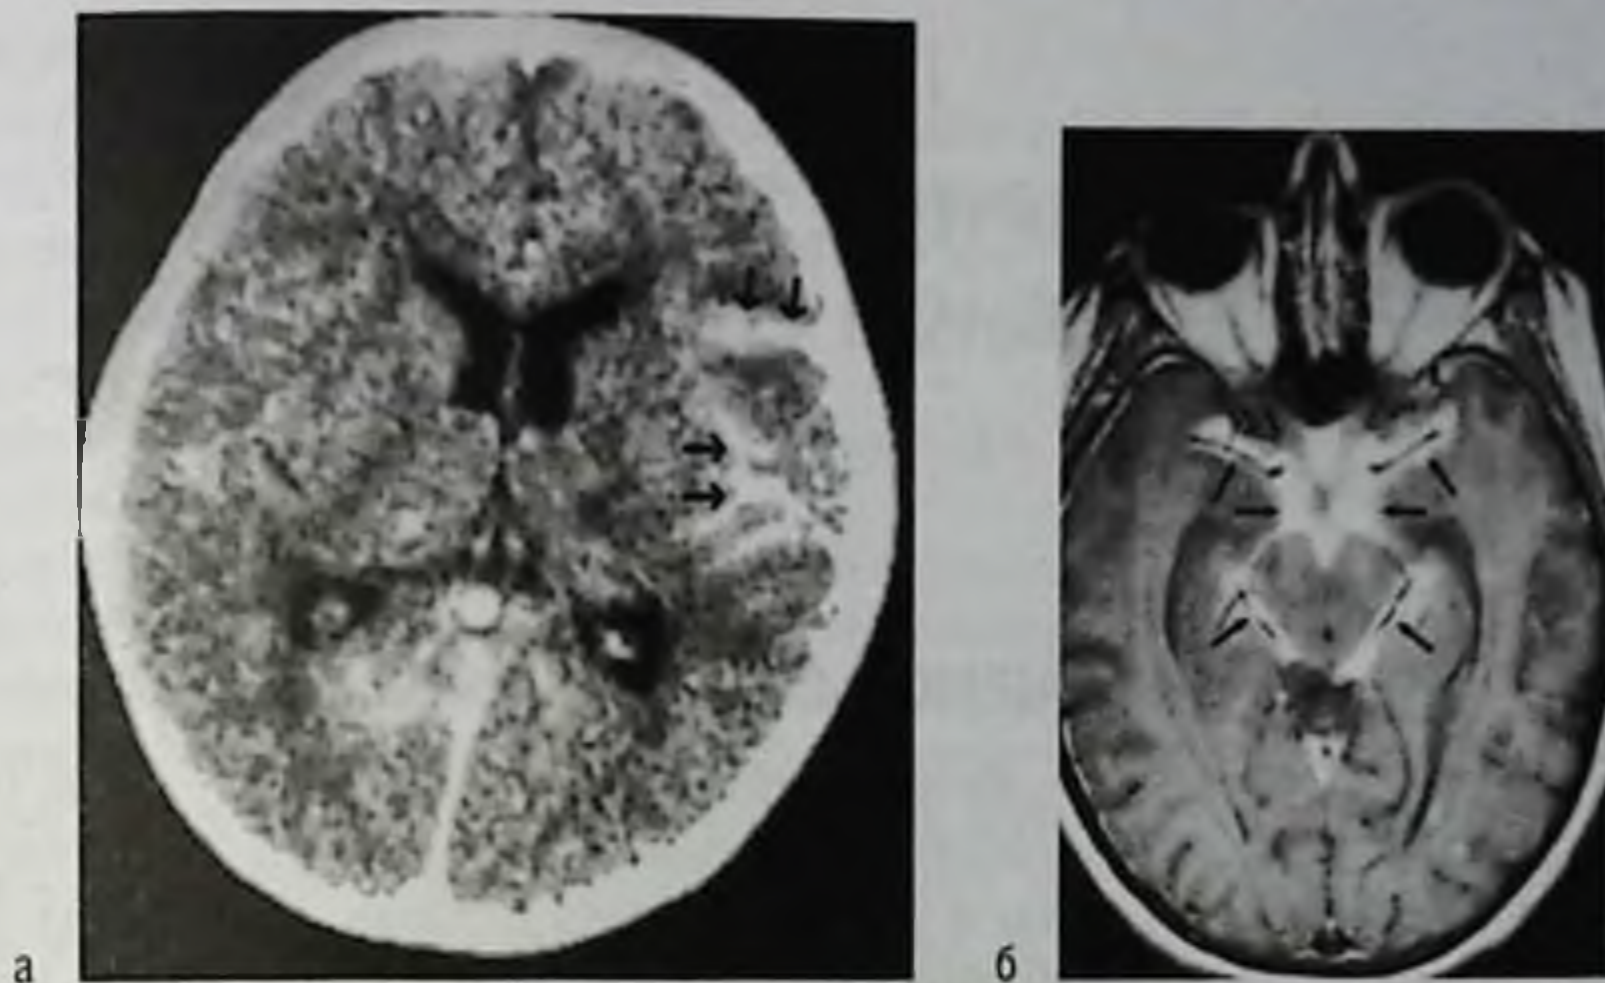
Туберкулезный менингит: а — компьютерная томограмма с контрастным усилением; б — магнитно-резонансная томограмма, T1-взвешенное изображение с контрастным усилением; стрелками обозначено накопление контрастного вещества в левой лобно-теменной области (а) и цистернах основания мозга (б)
